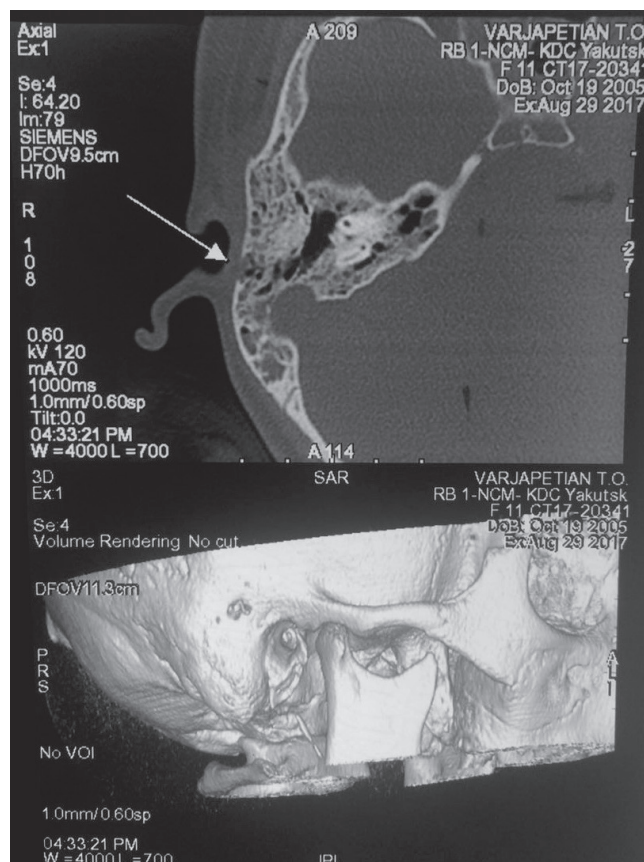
КТ-картина деструкции кортикального слоя сосцевидного отростка
